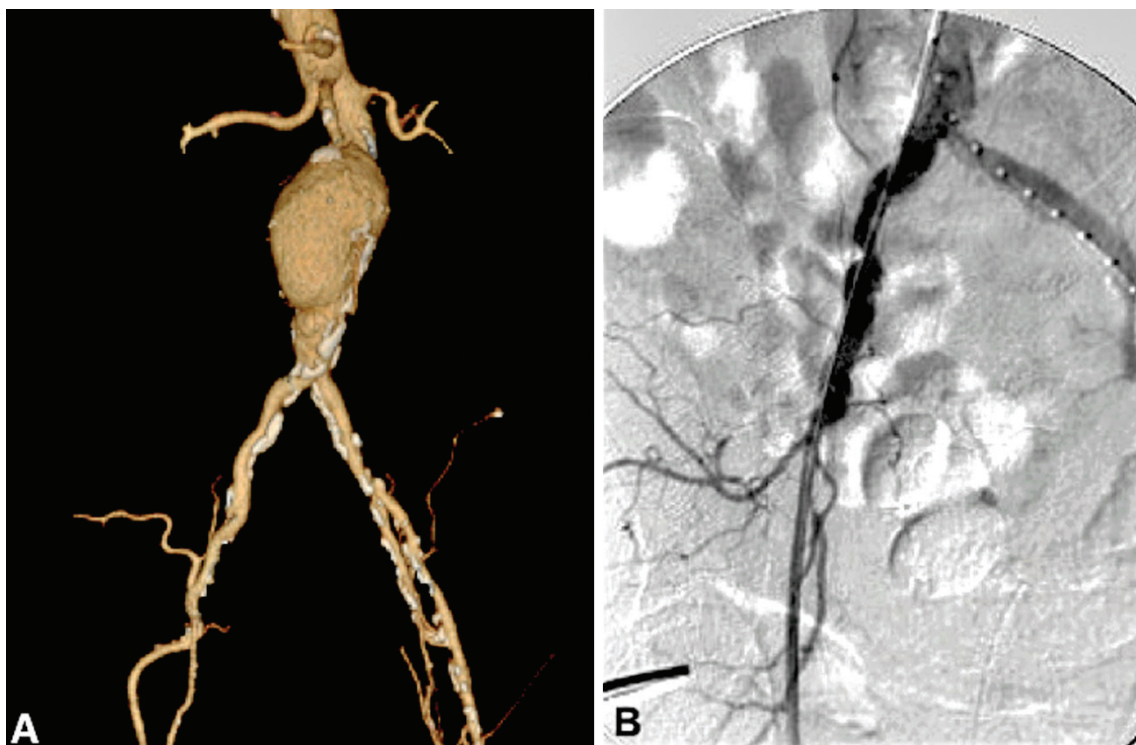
Reconstrução de Angiotomografia (A) e arteriografia de ilíacas (B) pré-implante do *endoconduíte*.
